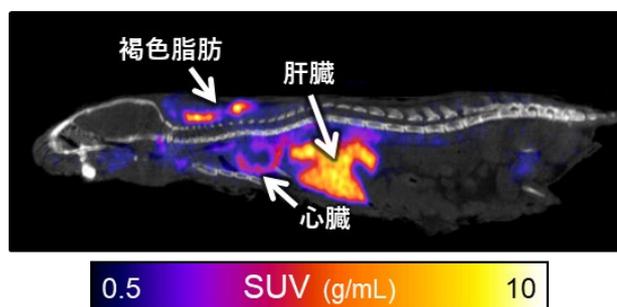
^{123}I -oxLDL を静脈内投与後、脱血・灌流固定したマウスの SPECT/CT 画像
